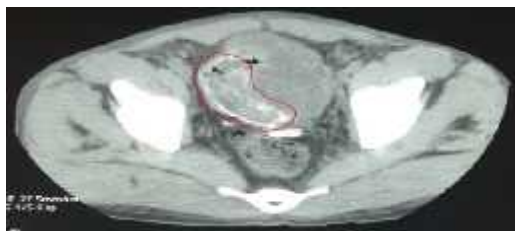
TDM abdominale objectivant un épaississement pseudo tumorale latérale droite de la vessie avec des zones de calcification (Image du service).
